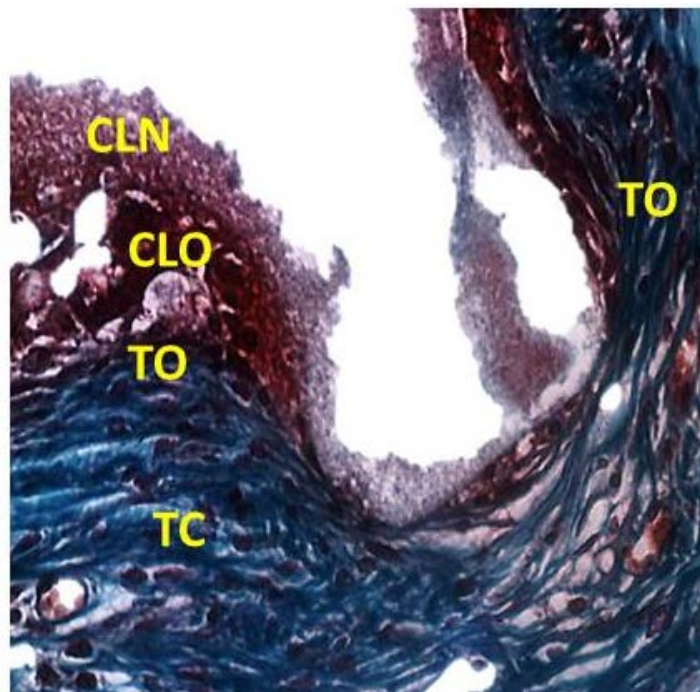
Aspecto histológico em detalhe da relação do biomaterial CLN 40 dias e tecidos circunjacentes na região central do defeito. Coloração de tricômico de Mallory exibindo tecido conjuntivo organizado (TC), deposição de tecido osteóide (TO) e diferenciação de células da linhagem osteoblástica (CLO) (aumento original 40 X).
